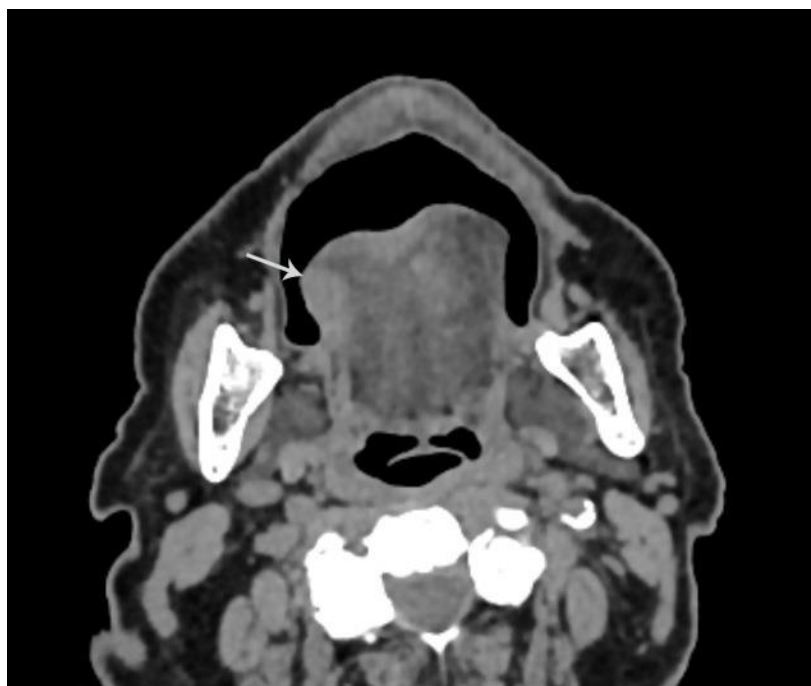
Компьютерная томограмма тканей полости рта в аксиальной проекции без внутривенного контрастирования. Рак языка. Визуализируется асимметрия тканей языка за счет наличия в мягких тканях боковой поверхности дополнительного участка уплотнения (стрелка) средней плотностью +51HU (min/max +42...+62HU), неправильной формы.
